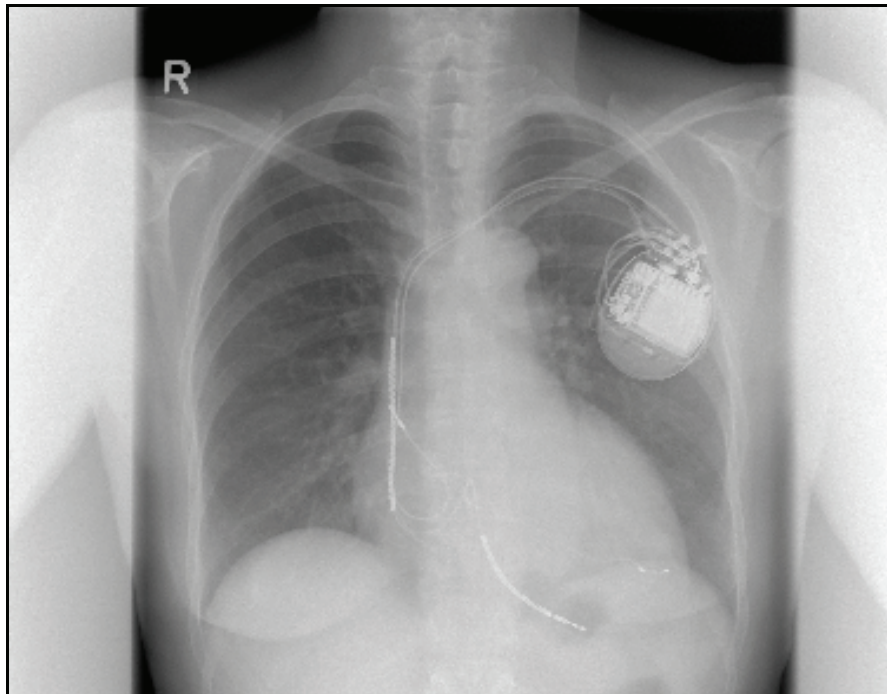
Röntgen-Thorax p. a. einer Patientin mit einem St. Jude Medical Epic HF ATLAS System zur Darstellung der Elektrodenlage: rechter Ventrikel, rechtes Atrium, linke Kammerelektrode im Coronarsinus (zart angedeutet).
